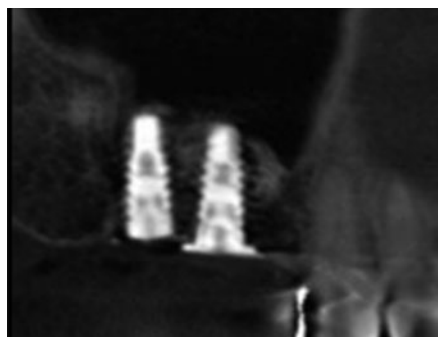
インプラント埋入後のCT像。吸収性膜により骨補填材の漏れは認められず、手術は良好な結果を得た。
